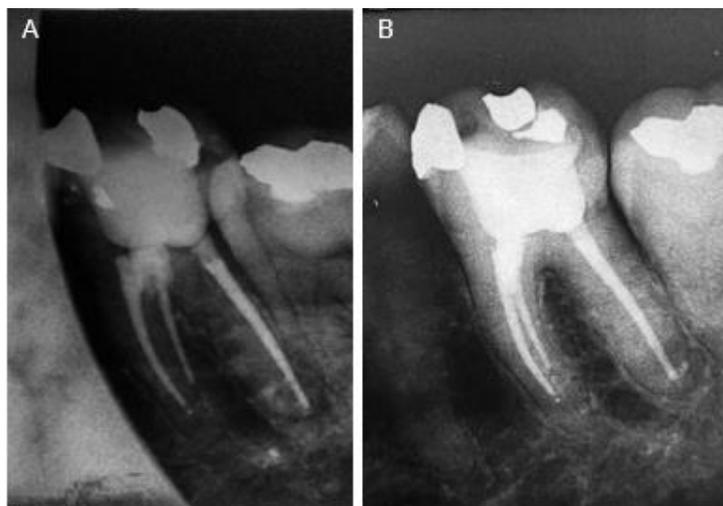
A. Radiografia periapical final. B. Radiografia de proervação após 4 meses.
